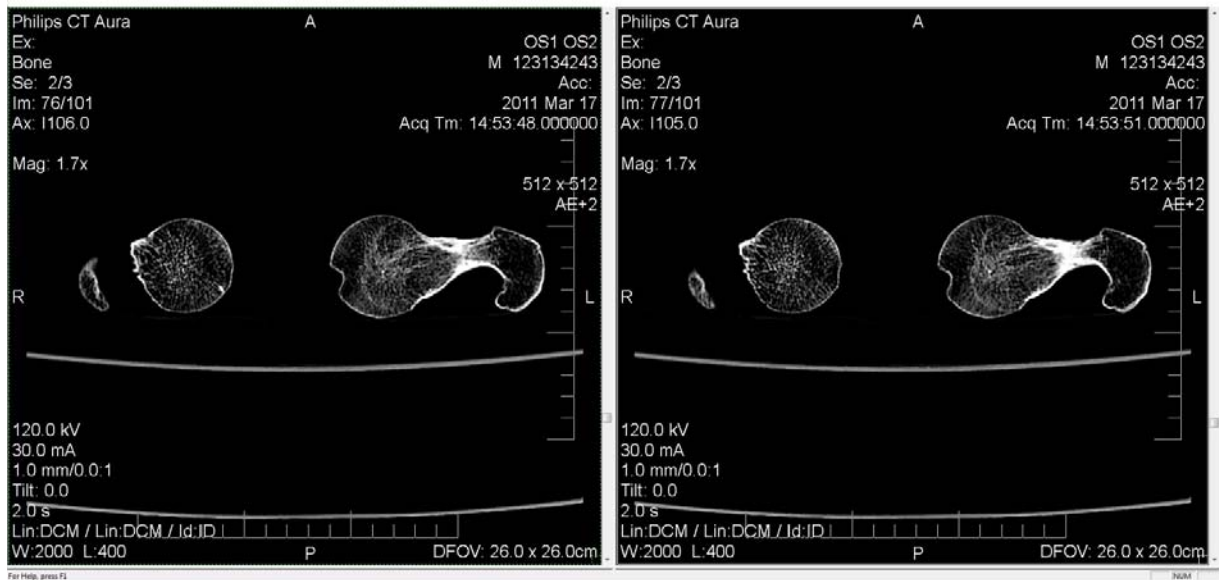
Reconstrucție 3D a capului femural în urma scanării CT - imagini secțiune axială
